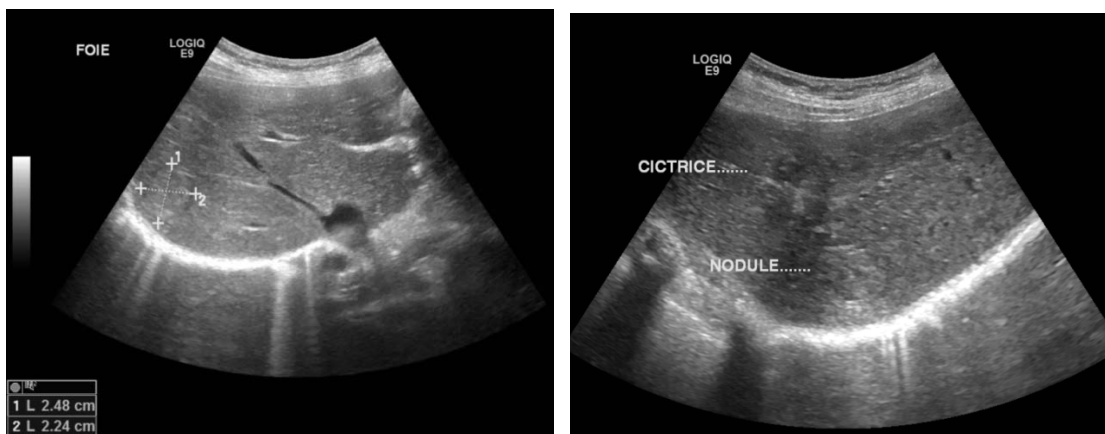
Échographie d'une métastase hépatique d'un ADK du sigmoïde traité par RF
